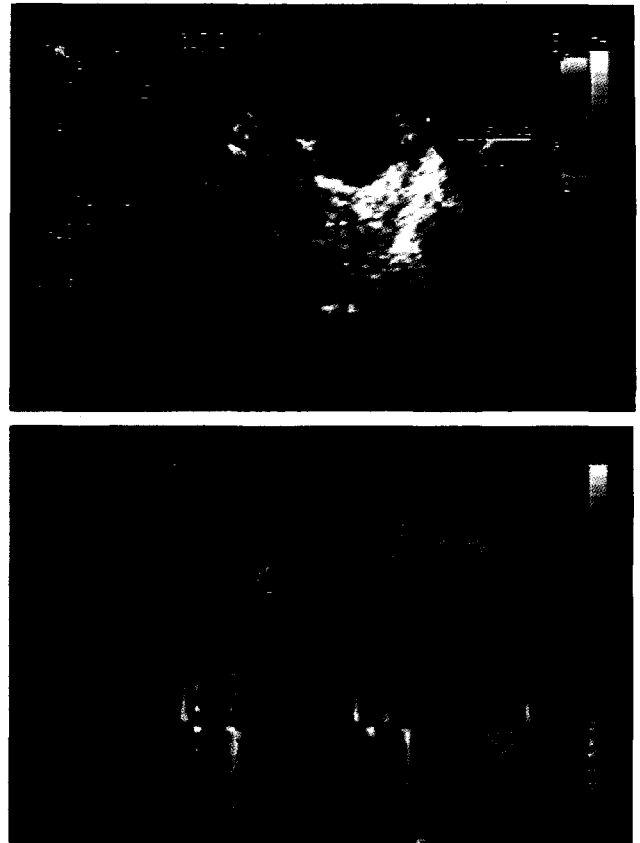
This echocardiography shows disappearance of the thrombus around the prosthetic valve(3-a), and decreased transvalvular pressure gradient(1.7mmHg) after thrombolytic therapy(3-b).
